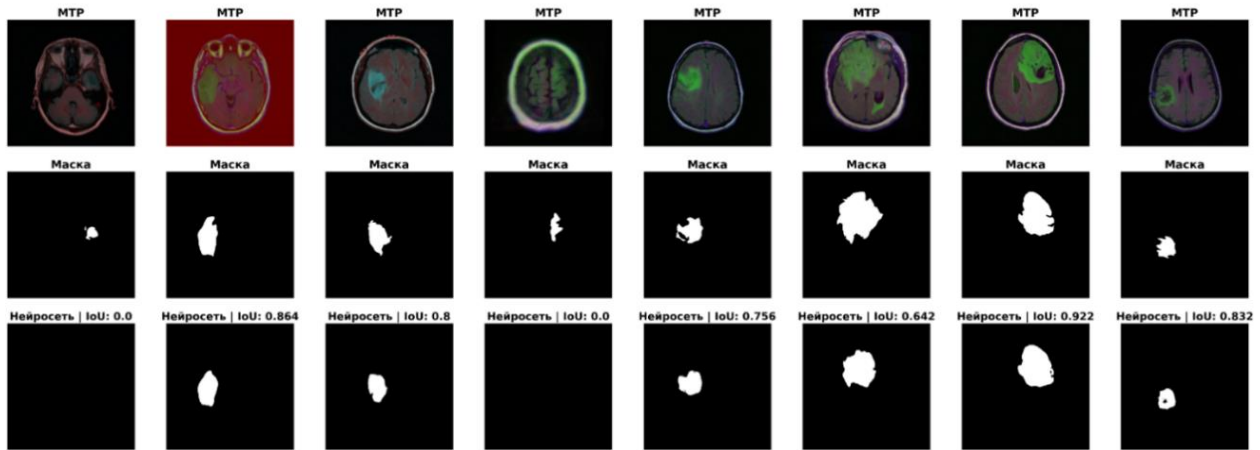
Результаты сегментации пораженных глиомой областей головного мозга на МРТ-снимках для класса «Опухоль»
